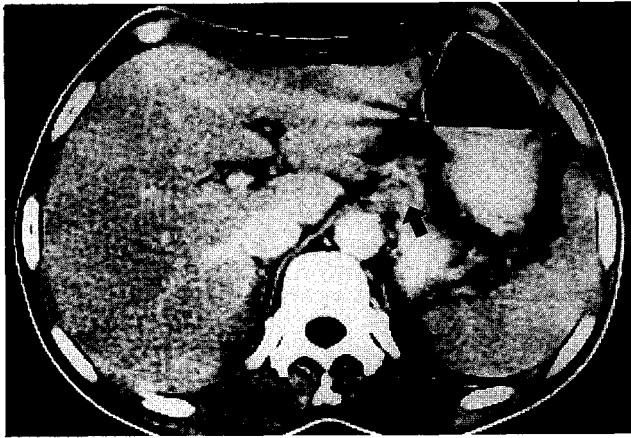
CT scan in a patient with the esophageal cancer shows an enlarged celiac lymph node(arrow)
